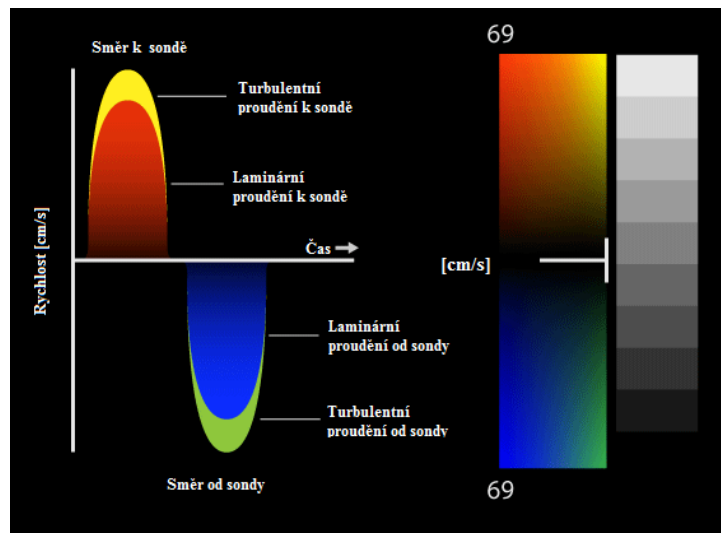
Barevné Dopplerovské zobrazení srdce [35].
